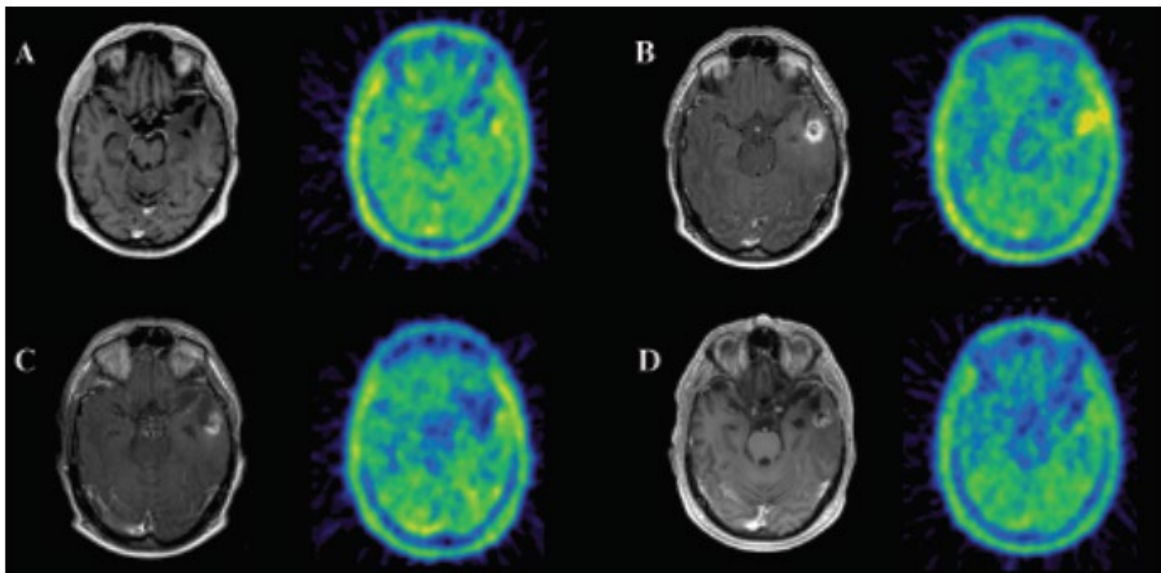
aus Jansen, Suchorska et al., 2011: *axiale MRT und PET-Bilder Beispiel eine WHO III Glioms zum Zeitpunkt vor Brachytherapie (Abbildungsteil A), 3 Monate (Abbildungsteil B), 6 Monate (Abbildungsteil C) und 14 Monate (Abbildungsteil D) nach stattgehabter SBT. Nach 3 Monaten ist eine charakteristische ringförmige Km-Aufnahme zu sehen, die im Verlauf zwar geringer wird, aber dennoch bestehen bleibt. Im Gegensatz dazu zeigt sich nach einer initialen Zunahme des ^{18}F -FET-PET Signals kein vitales Tumorgewebe im Verlauf.*
